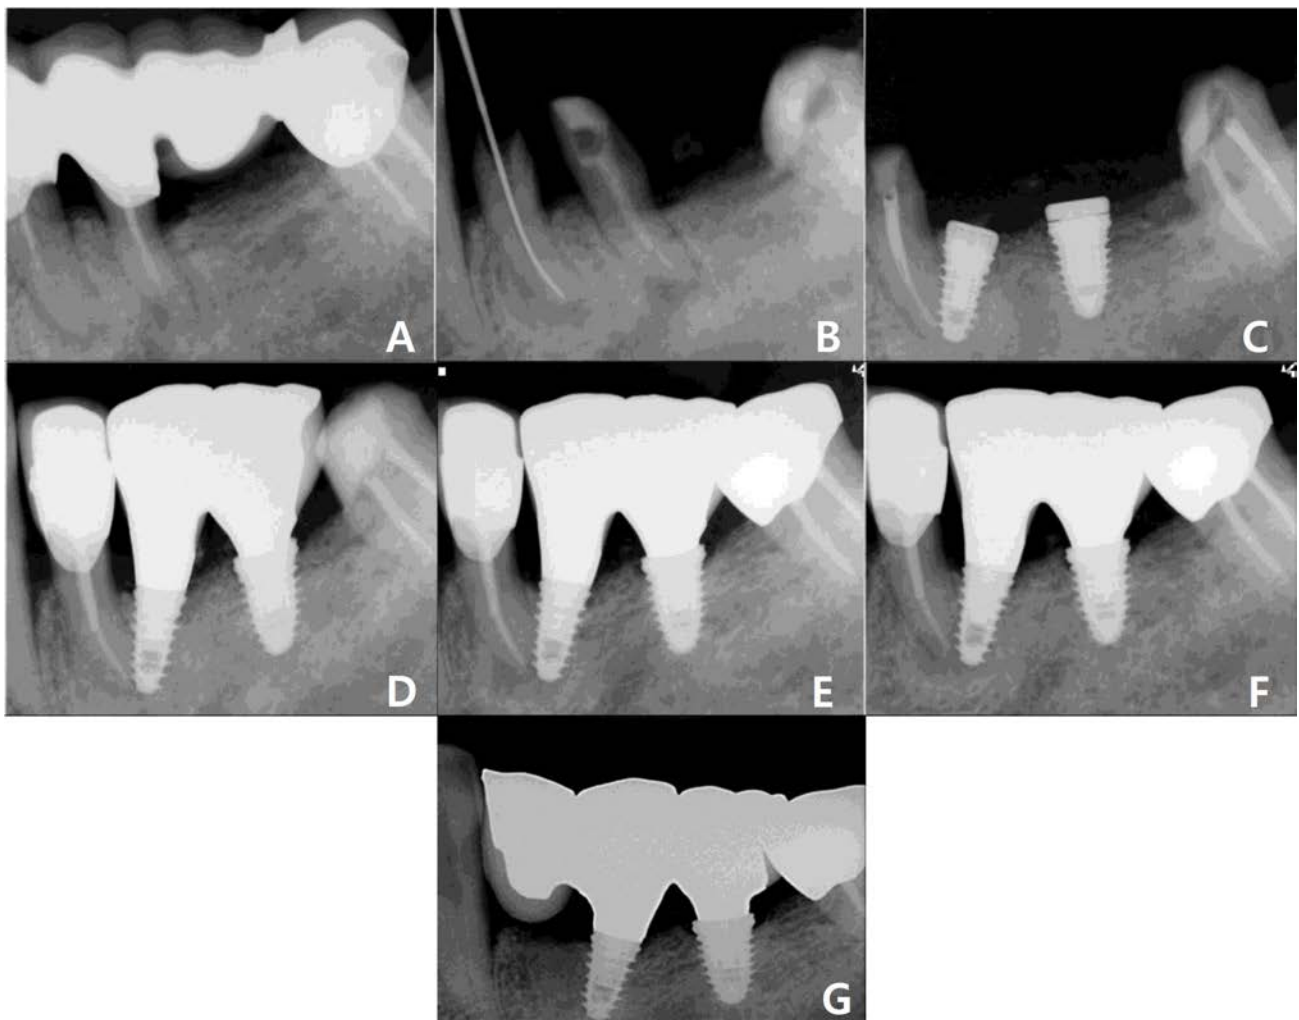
(A, B) Re-root canal treatment was performed before implant placement. (C) Periapical view 3 months after implant placement. Root of adjacent tooth was invaded by implant. (D) Periapical radiograph 5 months after implant placement. (E) Periapical radiograph 18 months after implant placement. Periapical radiolucency was increased. (F) Periapical radiograph 42 months after implant placement. Invaded tooth was decided to be extracted. (G) Periapical radiograph 9 months after extraction of invaded tooth.
